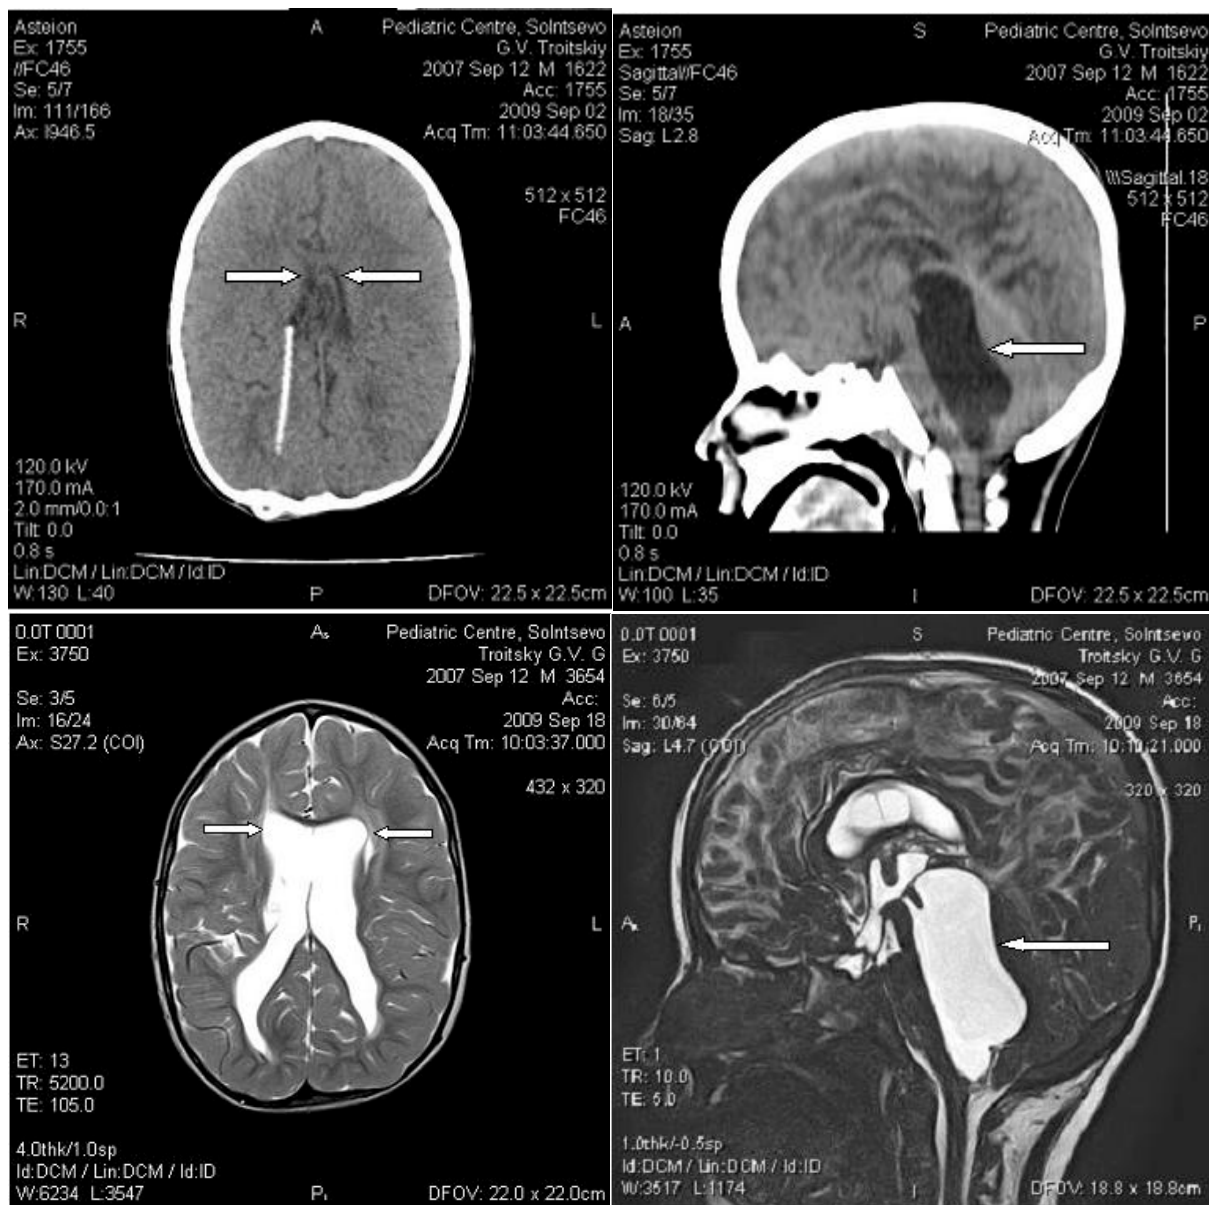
I. Желудочковая система мозга при ВП-шунтировании, МРТ мозга: А- щелевидные боковые желудочки (стрелки); Б-изолированный IV желудочек (стрелка). II. Желудочковая система мозга через 16 дней после перевода ВП-шунта в наружный дренаж и управляемой внутрижелудочковой гипертензии, МРТ мозга: В-расширение боковых желудочков (стрелки); Г- пропорции IV желудочка сохраняются прежними (стрелка). III. Состояние желудочков мозга после стентирования водопровода автономным стентом и восстановления функции ВП-шунта, МРТ мозга: Д- нормализация размеров боковых желудочков (стрелки); Е - автономный стент водопровода мозга (черная стрелка), нормализация размеров IV желудочка (белая стрелка).
